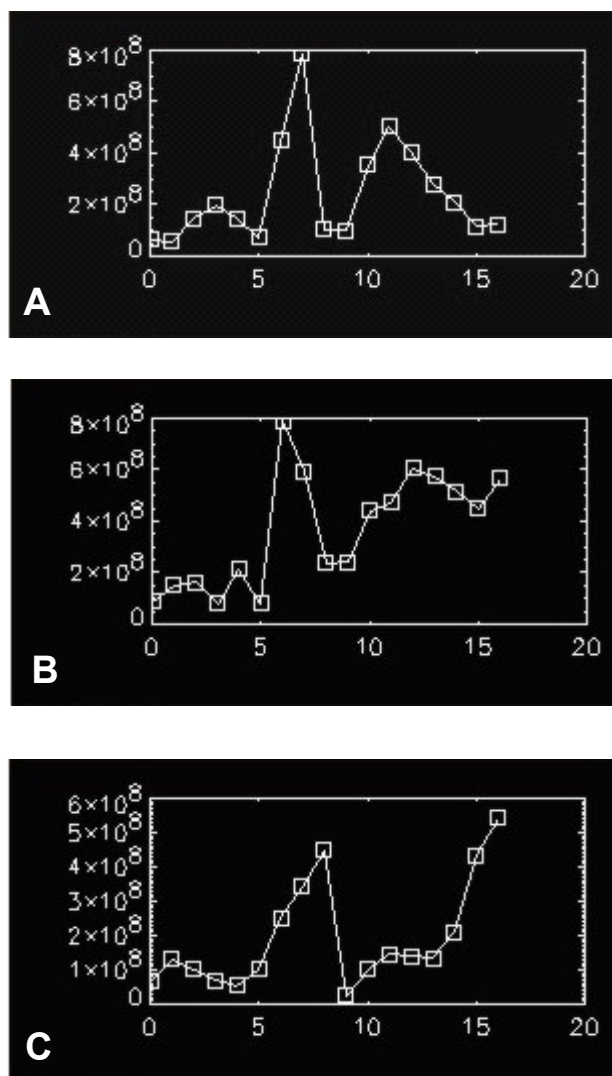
RM de rodillas: curvas de intensidad de señal. A/C: Curvas prototípicas que muestran el característico pico de la señal (entre los valores 5 y 10 del eje de abscisas) correspondientes a la intensidad de señal del cartílago hialino femoral.
